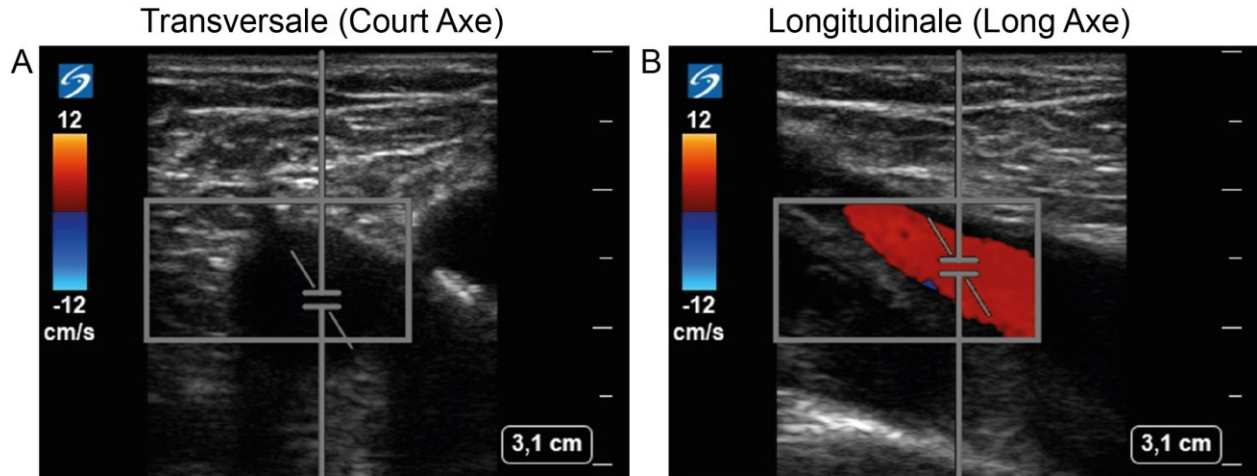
Doppler de la veine fémorale en coupe transversale et longitudinale.
